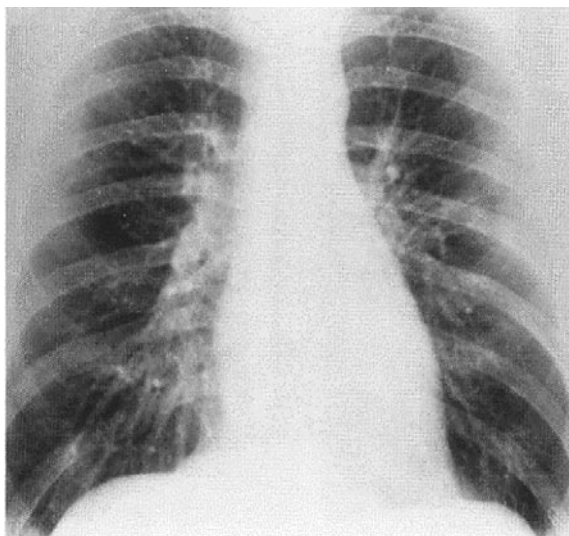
Оглядова рентгенограма ОГК у вертикальному положенні (судини в нижніх відділах ширші за судини у верхніх відділах)
